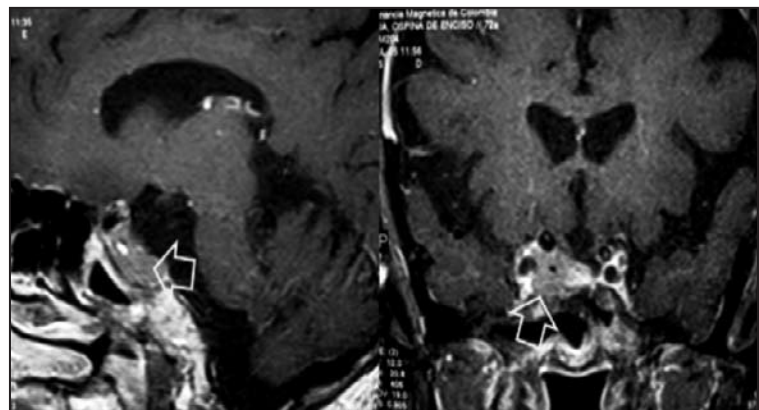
Resonancia magnética cortes coronales y axiales donde se observa una infiltración del seno cavernoso derecho.
